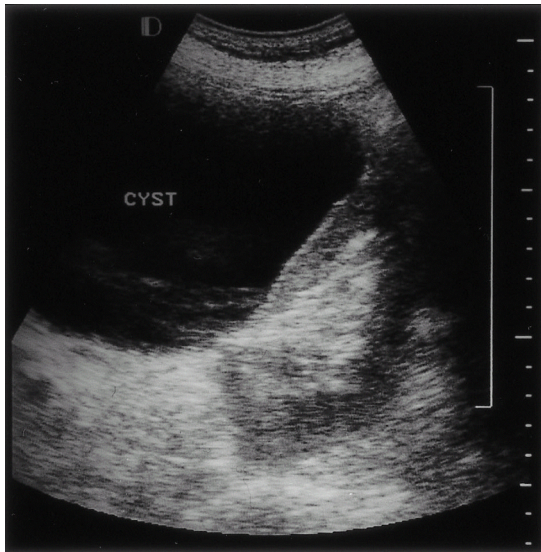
Abdominal ultrasonography shows huge cystic mass in left mid-abdomen.
